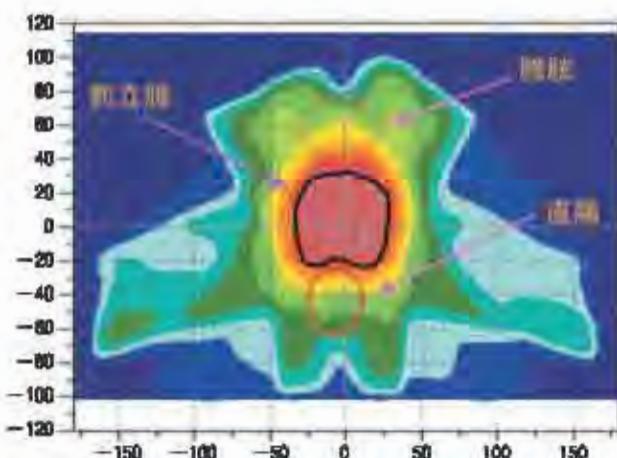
前立腺癌患者のCT横断面上における線量カラービーク表示：膀胱および直腸の線量を可能な限り低く抑える
